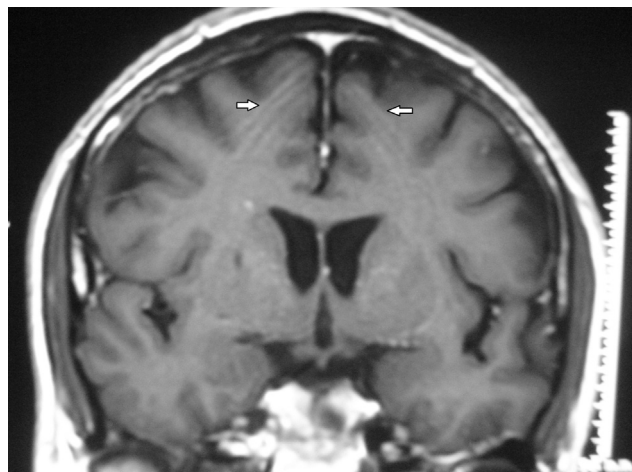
RM de cerebro, corte coronal, en ponderación T1 con gadolinio: se ven bandas hipo e hiperintensas superpuestas en la topografía de los lóbulos frontales (flechas). Esto es característico del artefacto de truncamiento o de Gibbs.
